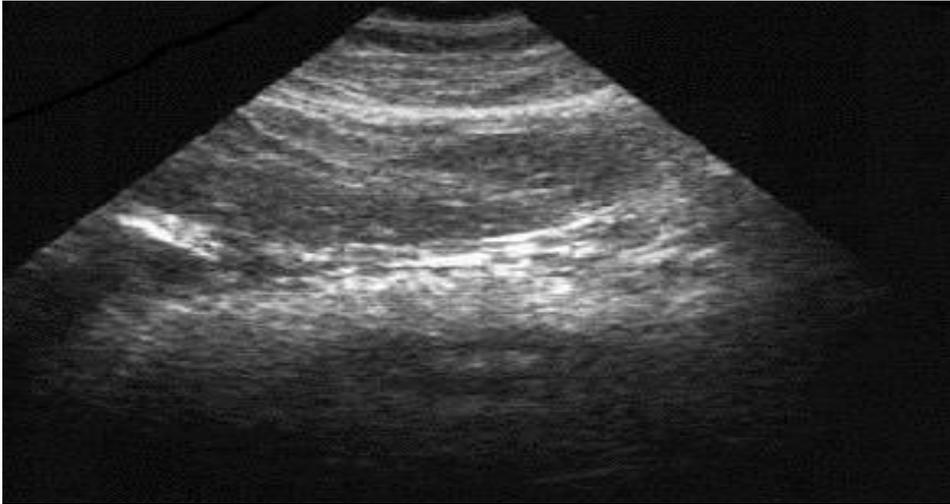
УЗИ поджелудочной железы б-ной Л.: эхо-признаки нечёткости, неровности контуров, гиперэхогенной структуры ПЖ
